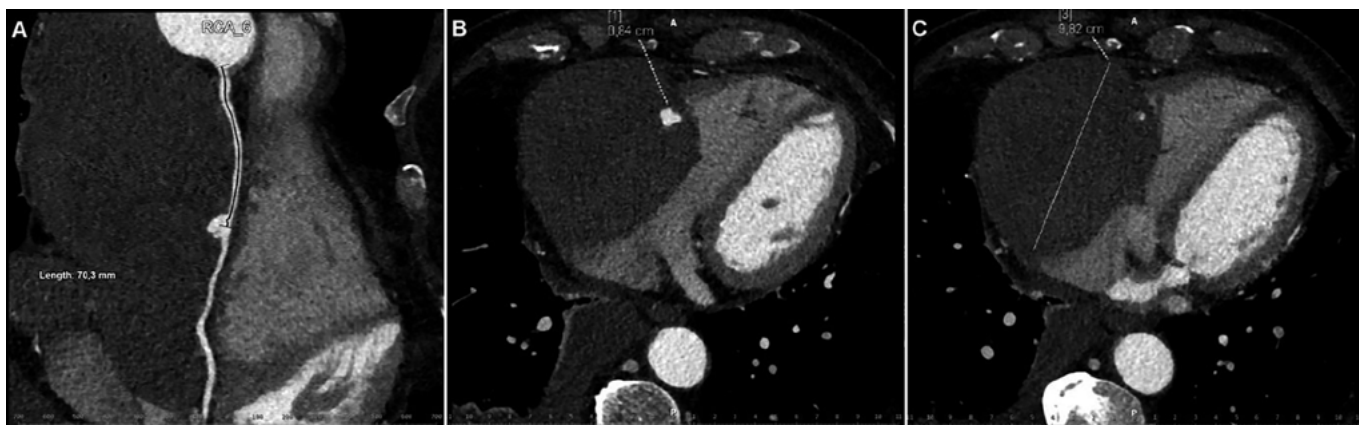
HRCT; A – nástěnné aterosklerotické změny na ACD, v oblasti 7 cm od ostia bylo patrné aneurysma o velikost 8 × 9 mm; B – patrné aneurysma ACD s paravazací kontrastní látky mimo lumen do pseudotumoru v oblasti pravé síně; C – subepikardiální hematom o velikosti 97 × 85 mm utlačující pravostranné srdeční oddíly
